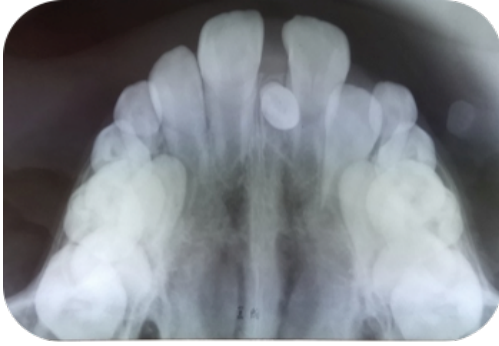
Radiografía oclusal. Se observa presencia de mesiodens.
